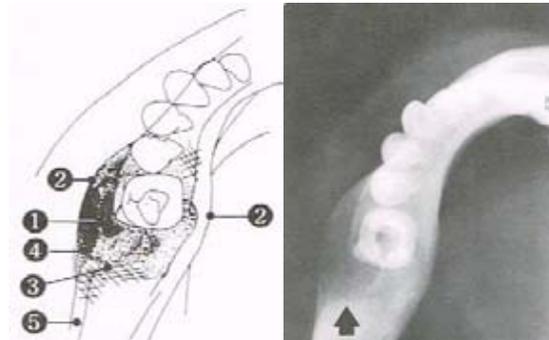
Radiografía oclusal del QOA.²⁹
